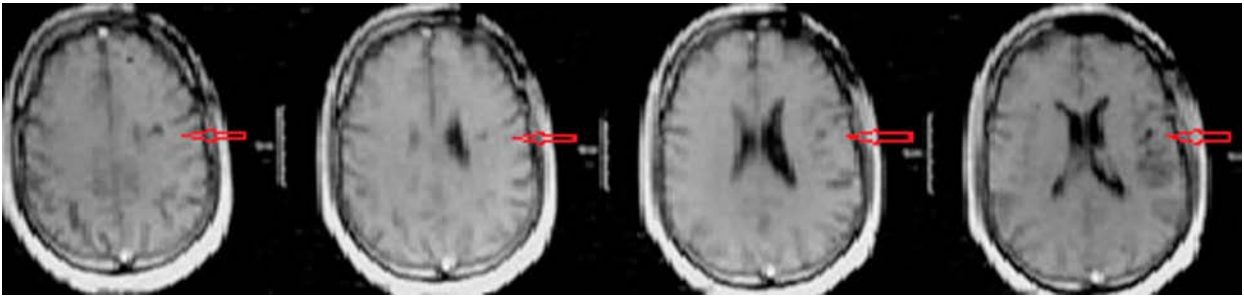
МРТ хворого Л. через 12 міс після операції. Локальний гліоз в проекції хірургічного втручання.
